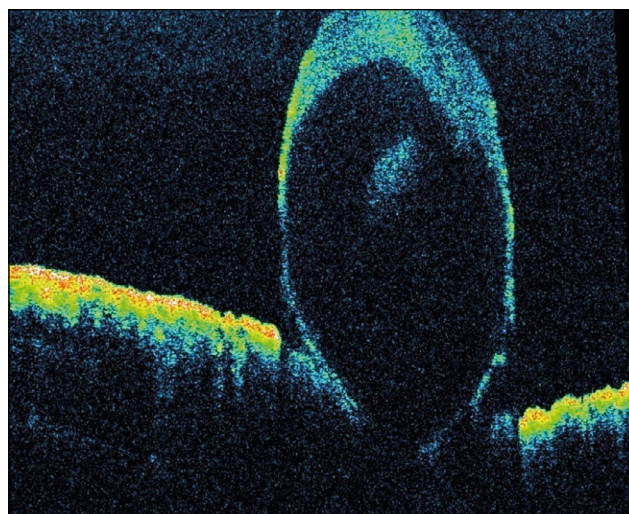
Оптическая когерентная томография радужки OS. Кистовидное образование с гиперрефлективной капсулой и гипорефлективным содержимым.
